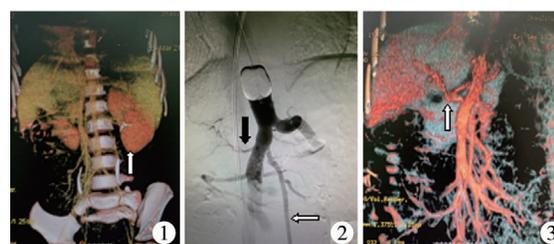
术前肝脏 CTA + 门静脉成像:门静脉缺失(黑色箭头示),脾静脉和肠系膜上静脉形成共干汇入下腔静脉第二肝门处,脾大(白色箭头示) 图2 术中门静脉造影:门静脉显影,但发育欠佳(黑色箭头示),肠系膜上静脉与左侧髂内静脉间存在一异常沟通血管(白色箭头示) 图3 术后肝脏 CTA + 门静脉成像:门静脉缺如,肝门区示多发迂曲血管影(箭头示)
